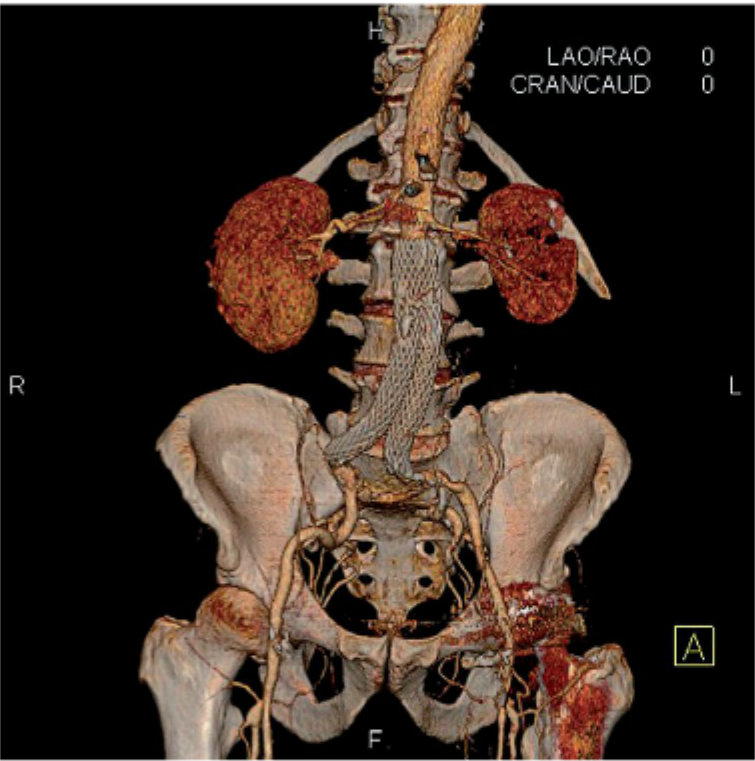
Angiografia tridimensional por TC 6 meses após tratamento de aneurisma aórtico abdominal com endoprótese.
